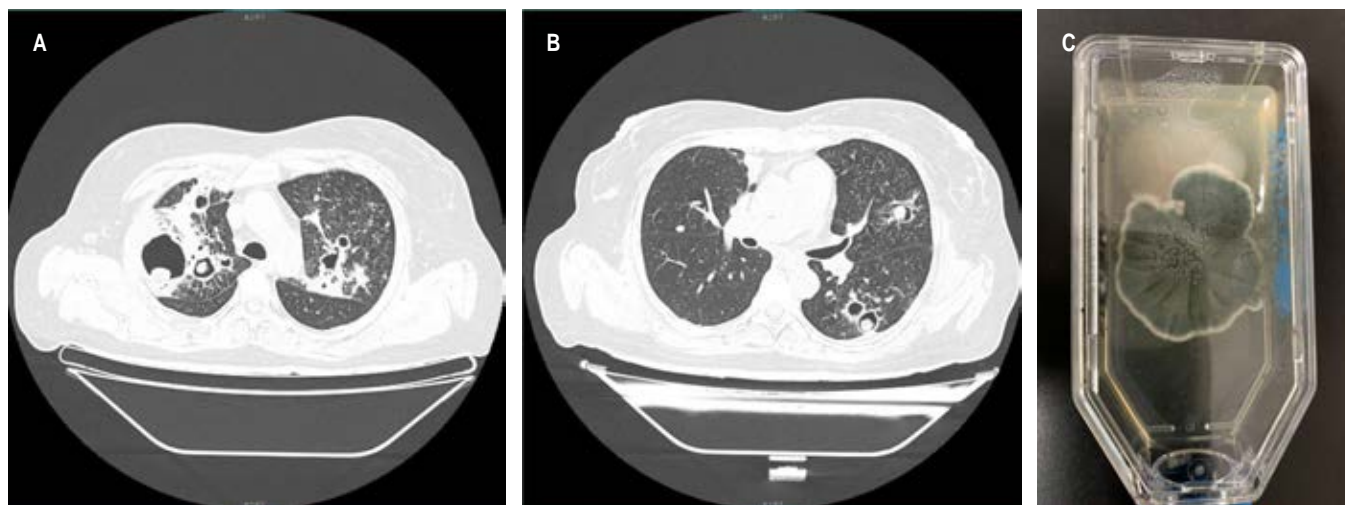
Chest axial tomography and culture. A) Multiple cavitations in both upper lobes with intracavitary mass in the right upper lobe lesions. B) Left lower lobe cavitation with intracavitary mass. C) Culture in Sabouraud medium showing simultaneous growth of *Coccidioides spp.* and *Aspergillus spp.*
